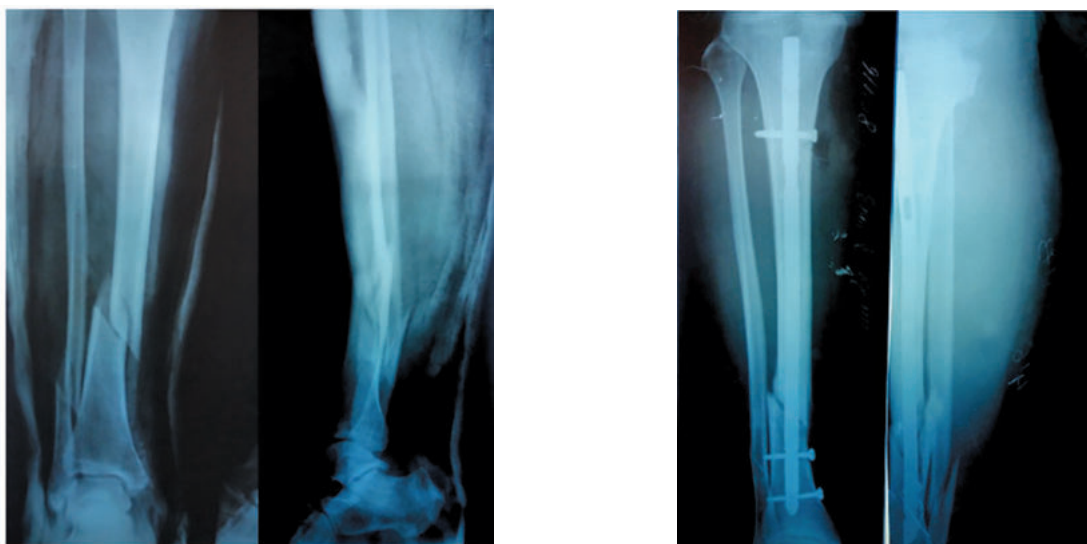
Прицельная рентгенограмма левой голени в первые часы после перелома, после блокирующего интрамедуллярного остеосинтеза.
